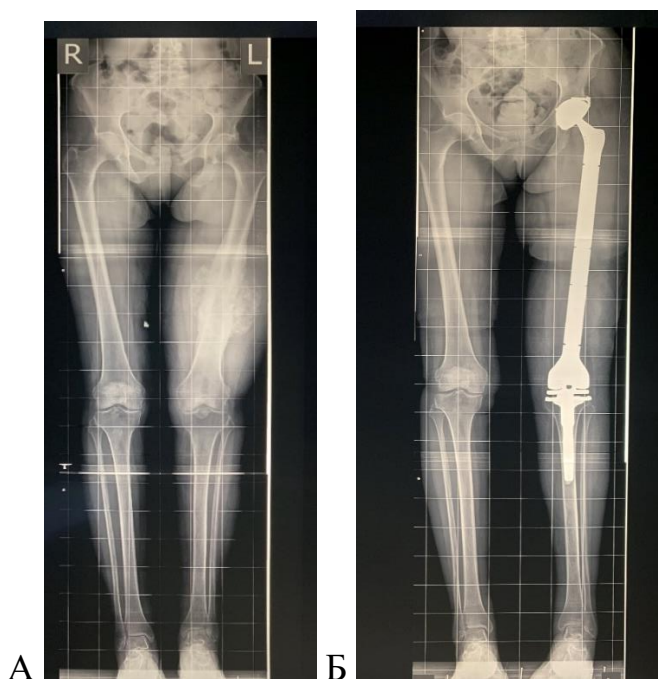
Телерентгенограммы пациента с распространенной остеогенной саркомой диафиза бедренной кости: А – до операции, предоперационное планирование, прямая проекция; Б – после операции, выполнено тотальное эндопротезирование бедренной кости прямая проекция
